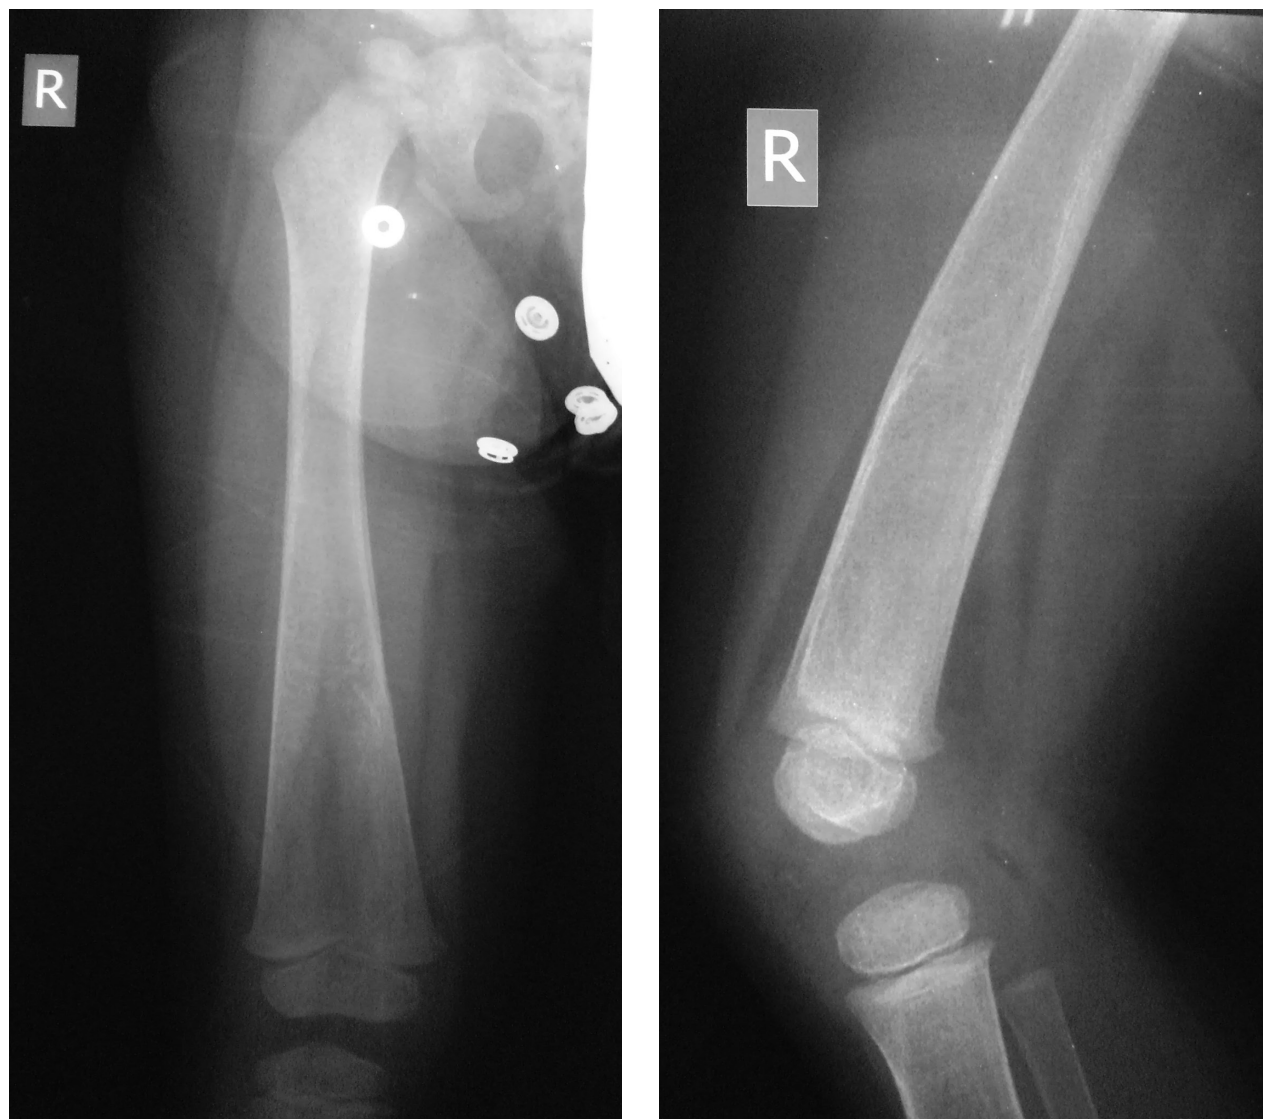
Three months after the injury, radiographs showed complete fracture healing, while radiological improvement in the bone quality was recorded and attributed to the preceding blood transfusions. a) anteroposterior view b) lateral view.
